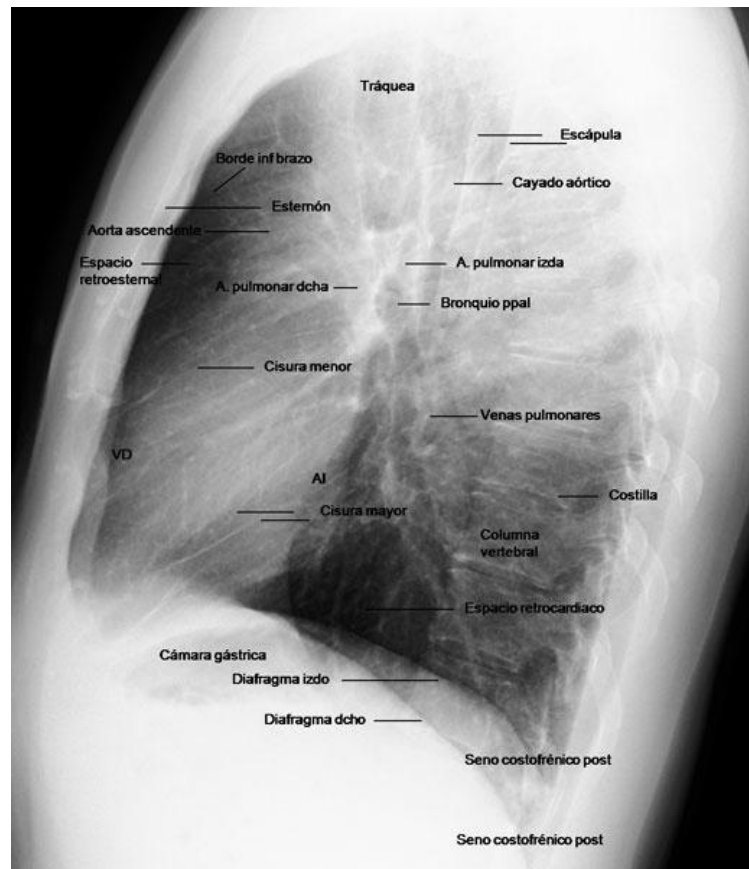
Radiografía de tórax normal.
